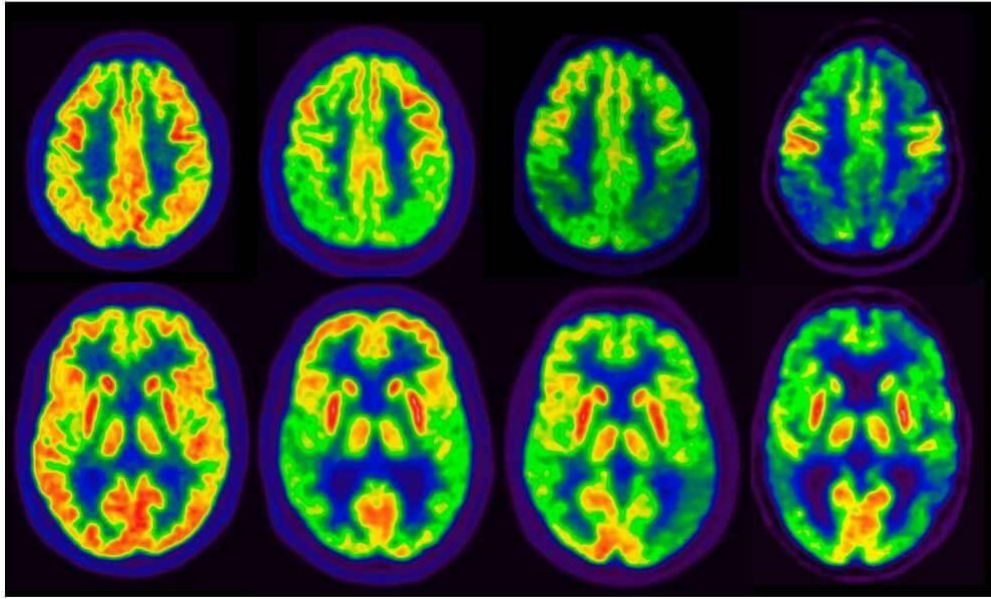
PET que reflexa el metabolisme de la glucosa en una persona amb alzheimer. D'esquerra a dreta: cervell sa/ MA fase lleu / MA fase moderada/ MA fase greu.
